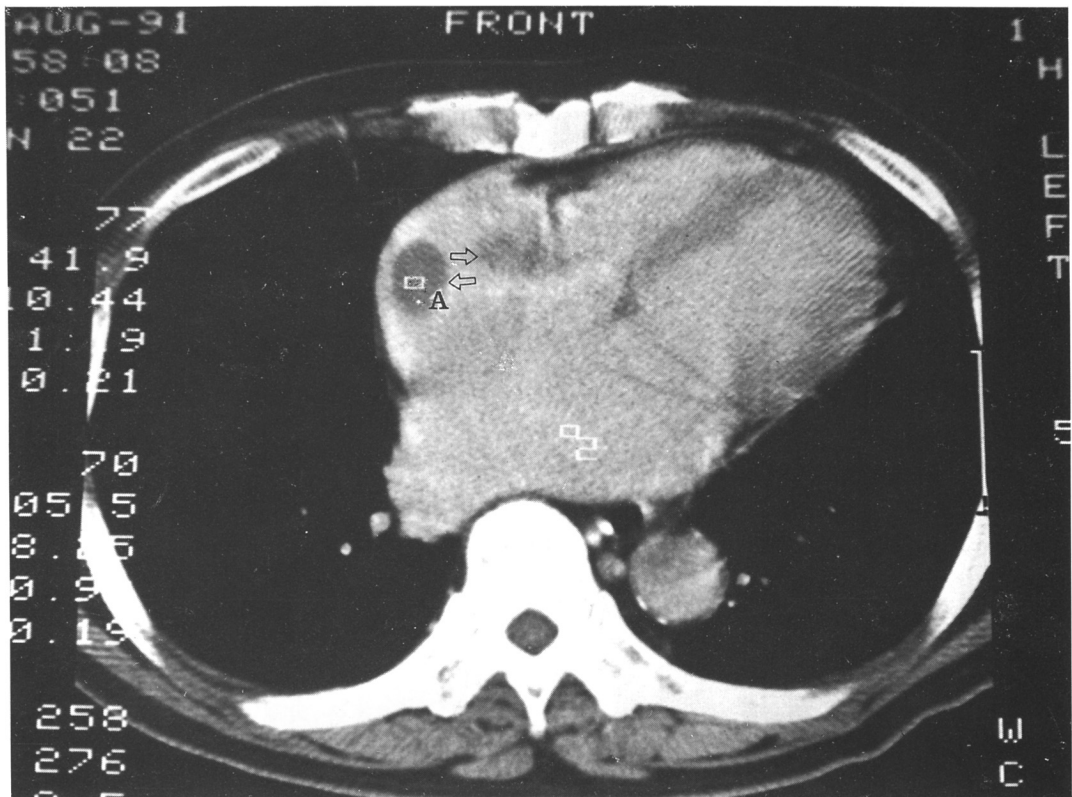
Chest CT scan revealed multiple filling defects(A) in right atrium.
